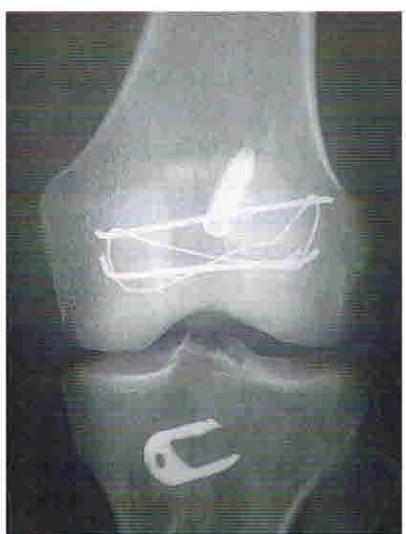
Рентгенограмма после остеосинтеза вертикального перелома Н и реконструкции ПКС.
